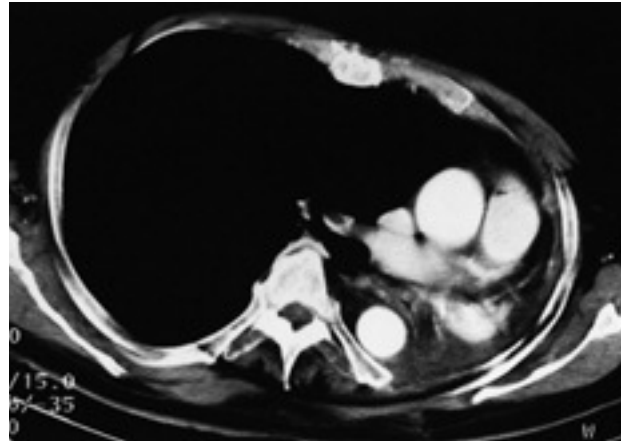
Tomografía axial computarizada (TAC) torácica preoperatoria del enfermo. Se observa el adelgazamiento de la arteria pulmonar tras cruzar la tráquea y la tracción extrema de todos los órganos mediastínicos.
